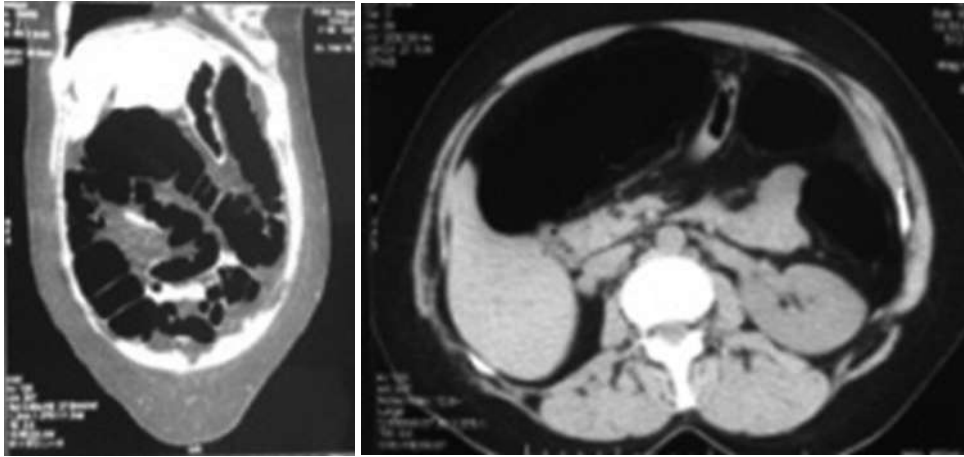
Tomografía con contraste oral que muestra marcada dilatación del intestino delgado y colon
